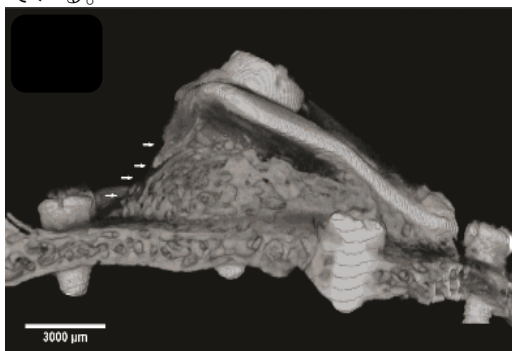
拡張型 GBR によってウサギの頭部に造成された骨のマイクロ CT 画像
